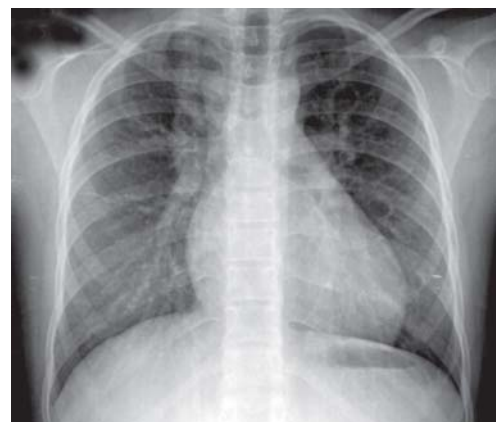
Radiografia de tórax sem alterações significativas que chamem à atenção para comunicação interatrial
